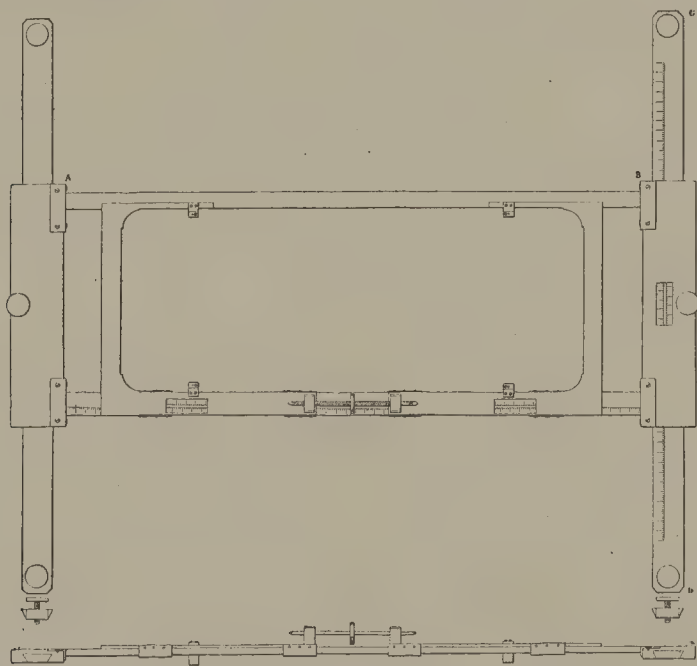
Stéréomètre modifié, donnant les valeurs des trois coordonnées rectangulaires d'un point quelconque de l'objet radiographié (1).
